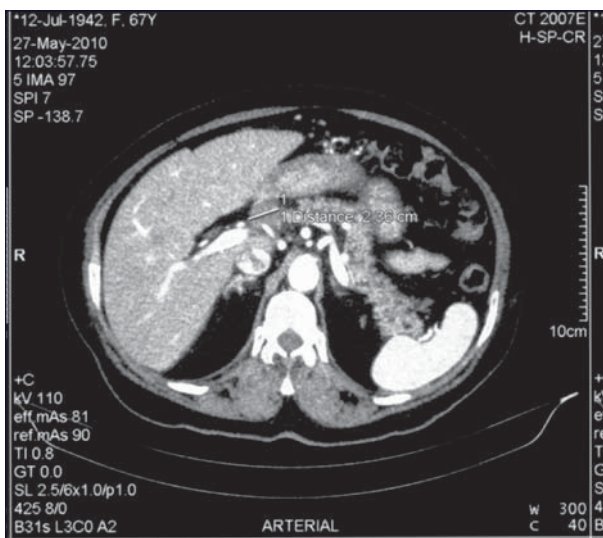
КТ органов брюшной полости через 2 недели после завершения 2-го курса неоадьювантной химиотерапии по схеме FOLFOX6. Отмечается уменьшение размеров первичной опухоли и перигастральных лимфоузлов
